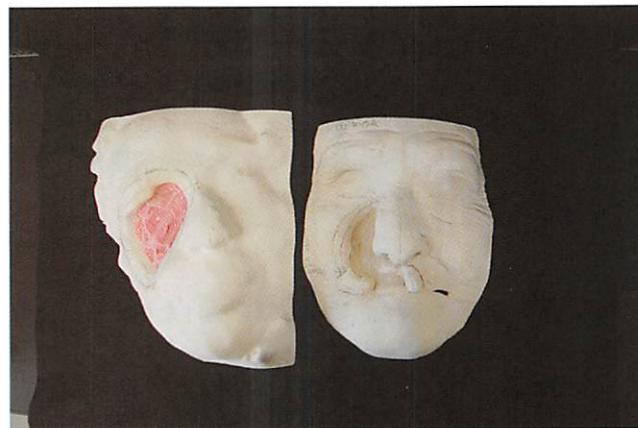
顔面スキャンデータから製作したモデル(左)とCTデータから製作したモデル(右)
